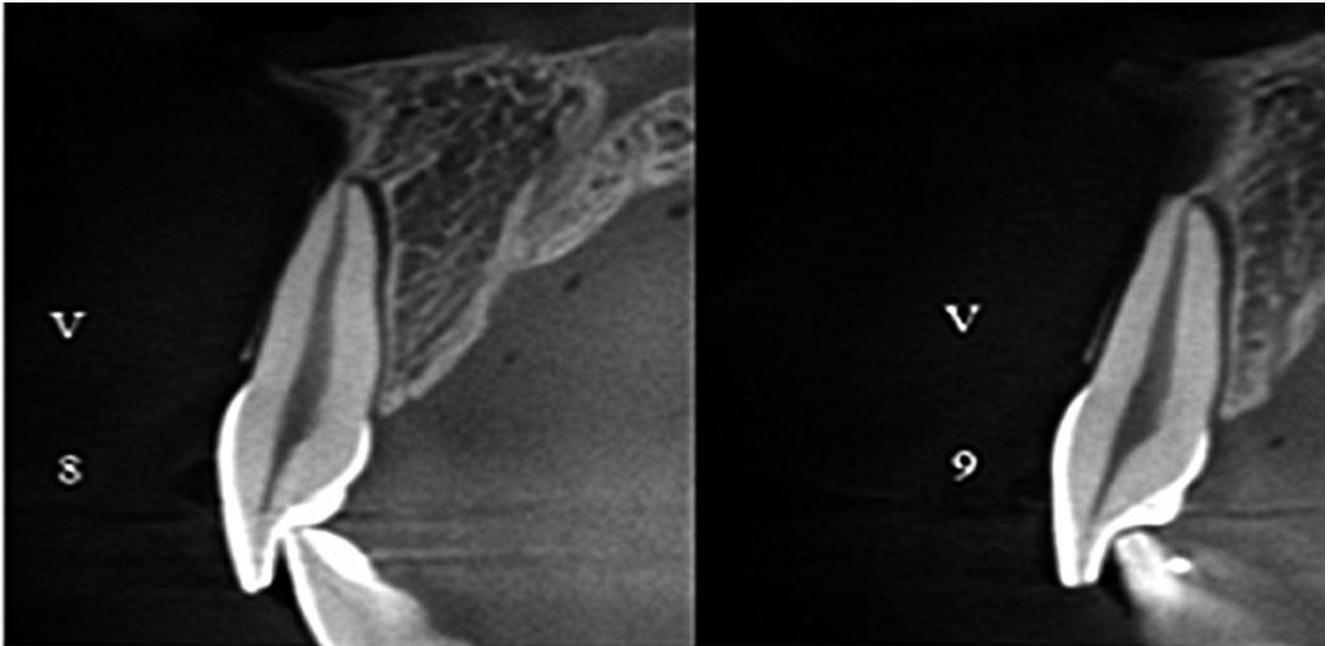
Cortes transversales de tomografía computada de alta resolución (CBCT) elementos 8 y 9 utilizando ventana de 60x60mm y cortes de 1 mm de espesor.
